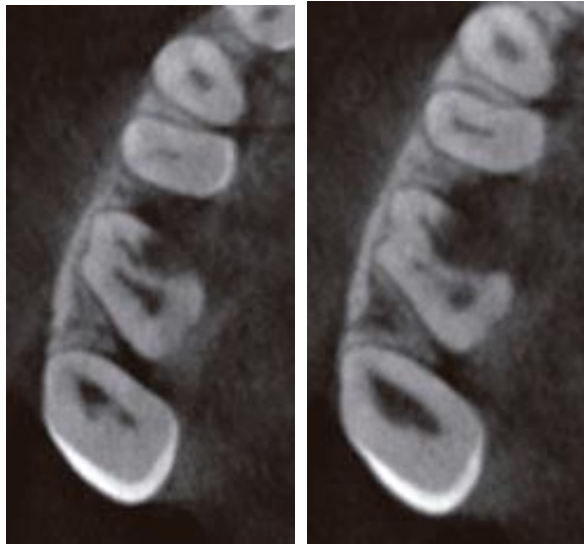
Ampliación de imágenes con Tomografía Computarizada de Haz Cónico de campo reducido: imágenes hipodensas compatibles, reabsorción radicular externa en raíces mesial y palatino, y pérdida ósea en furca.
